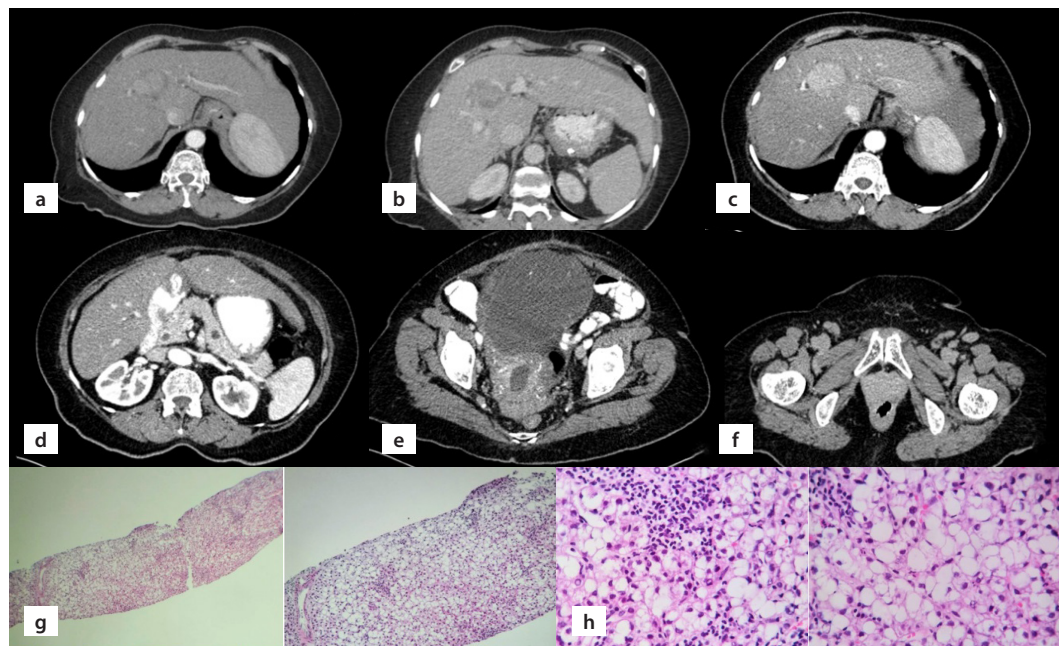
Tomografía abdominopélvica cortes axiales. a. Masa sólida en el segmento IV del hígado, que con el contraste endovenoso realza de forma moderada y centripetamente durante fase arterial. b. Masa sólida en el segmento IV del hígado en fase venosa, se visualiza hipodensa de forma heterogénea con fenómeno de «wash out». c. Masa en segmento IV del parénquima hepático de 3,3 × 3,5 cm. d. Lesión quística en el cuerpo pancreático. e. Masa en cavidad pélvica de probable origen anexial de 13 × 14 × 15,7 cm. f. Ganglios de características infiltrativas en la cadena inguinal superficial derecha. g. Cortes histológicos de apéndice cecal: su luz sustituida por epitelio hiperplásico pseudoestratificado de tipo mucinoso, células con moderadas atipias, que se acompaña de formación de abundante mucina extracelular. Límite quirúrgico positivo. h. Peritoneo: tejido fibroadiposo con focos de mucina extracelular y escasas células con atipias leves, que se acompaña de leve infiltrado inflamatorio de tipo linfocítico
